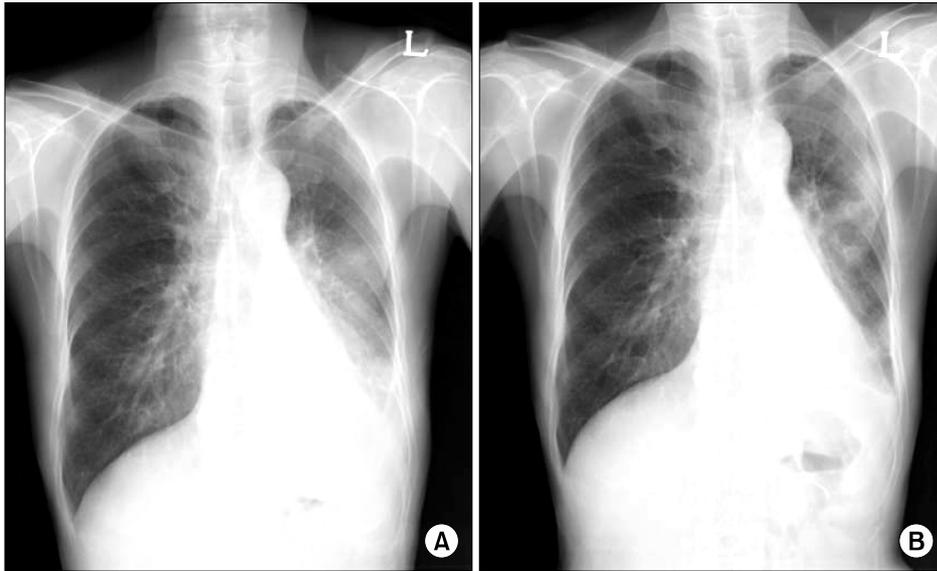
(A) At the day of diagnosis, chest X-ray showed inactive pulmonary tuberculosis on the right upper lobe (RUL) and emphysema on both lung, a malignant mass with atelectasis in the left lower lobe (LLL) and pleural effusion in the left hemithorax. (B) When the patient was hospitalized for generalized weakness and confused mentality, there was no remarkable interval change as compared with the previous film.
